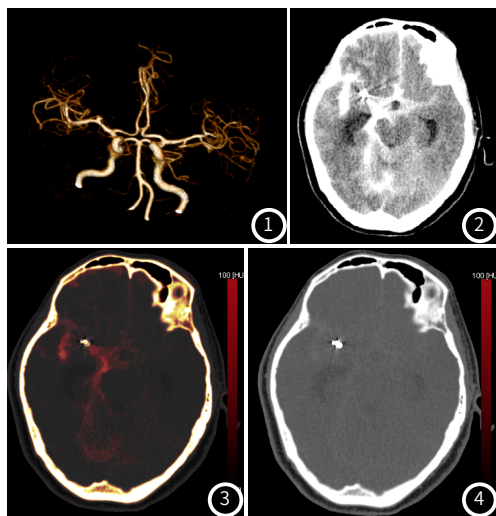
观察术前CTA图像可知,右侧大脑中动脉侧裂段有一动脉瘤。图2 术后再出血患者接受弹簧圈栓塞治疗后1d,予以炫速双源CT检查,混合能量图像呈现出血液以及造影剂混合图片。图3 经炫速双源CT检查获得的碘图呈现红色碘区域。图4 进行去碘处理后,相较于术前平扫图像,VNCT图像呈现稍少出血量。
